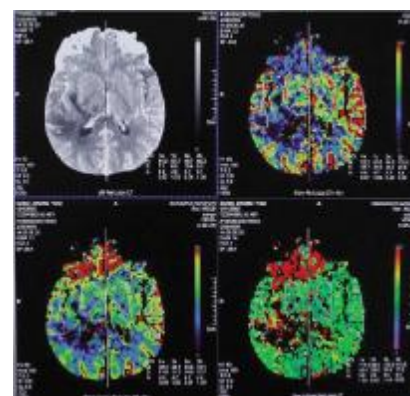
术前 CT 灌注示右颞叶 CBF、CBV 均较左侧明显减少, TTP 延长, rCBF、rCBV、rTTP 分别为 0.44、0.51、1.15
